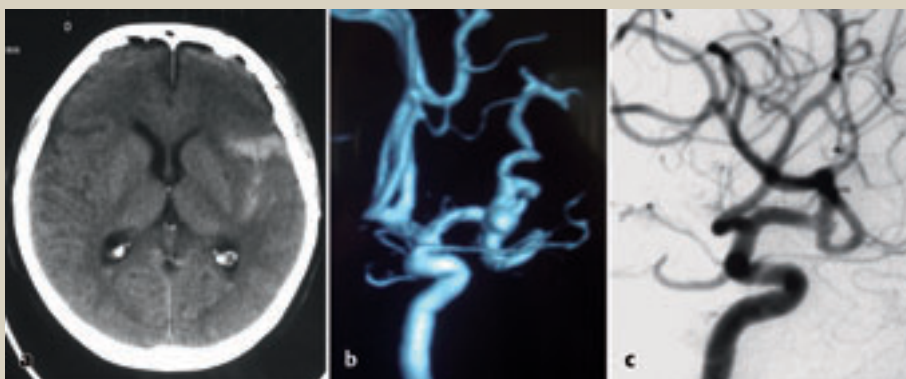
■ Fallbeispiel. a CT einer 53-jährigen Patientin mit Subarachnoidal- und intrazerebraler Blutung links betont. b u. c 3-D-Angiografie der gleichen Patientin mit Darstellung eines Aneurysmas der A. cerebri media links als Blutungsquelle (b) und eines zweiten, sehr kleinen Aneurysmas der A. cerebri media rechts (c).
